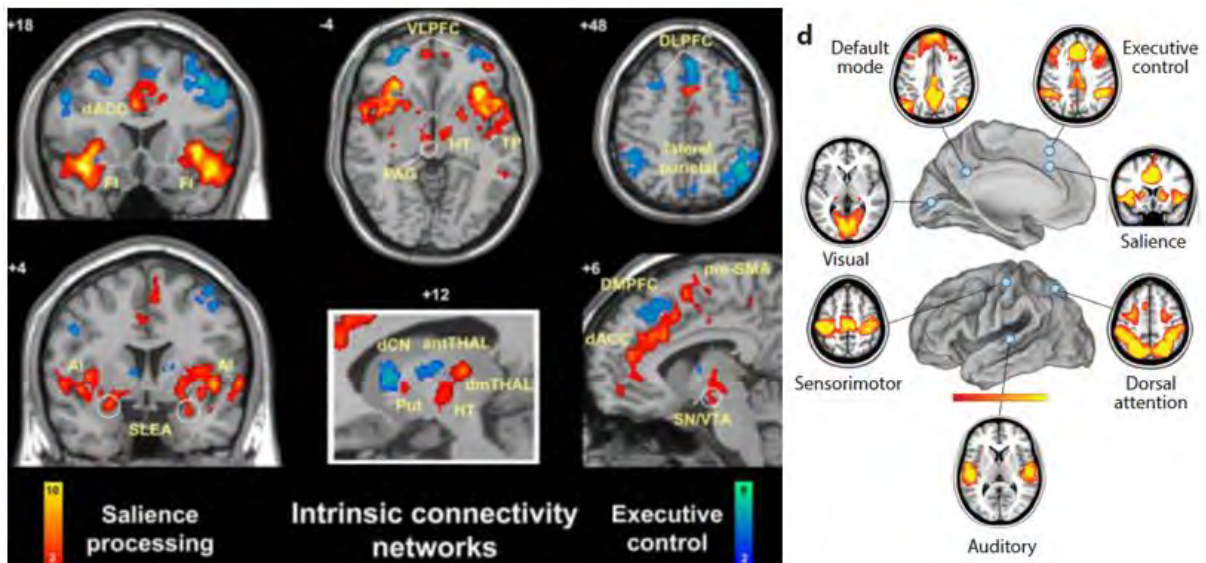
Les différents réseaux cérébraux mis en évidence en IRM fonctionnelle.
